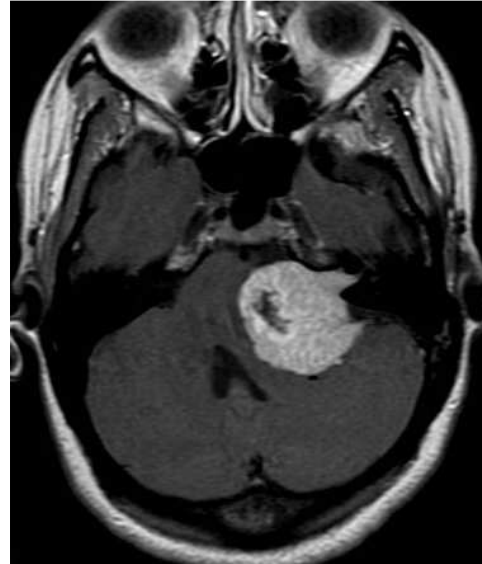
Coupe axiale IRM T1 Gadolinium (Neurinome)
